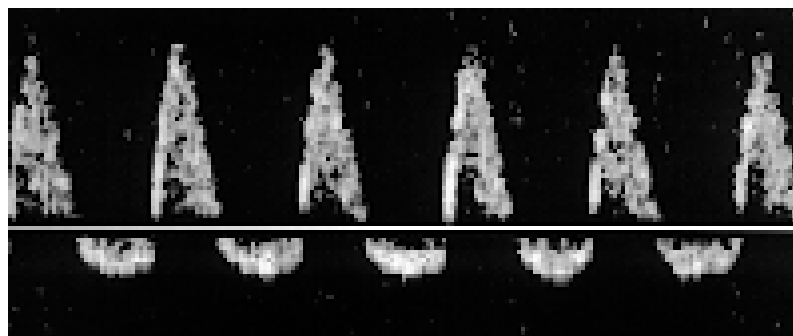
Doppler com fluxo diastólico reverso em AU (DR).
